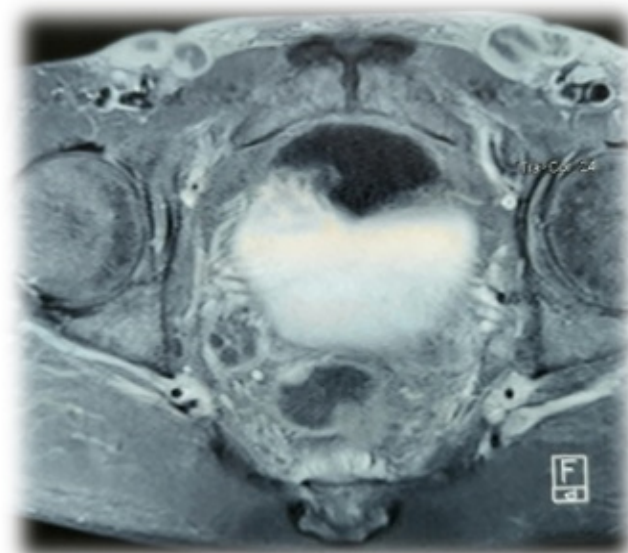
Image d'andénopathies inguinales nécrosées sur cliché d'IRM Pelvienne en séquence Fat Sat après injection de Gadolinium.
